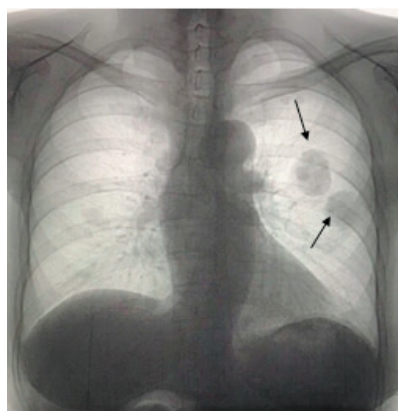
Женщина, 56 лет (динамика через 1 год). В сравнении с предыдущей ФЛГ динамика отрицательная в виде увеличения количества округлых образований с чёткими, ровными контурами, с обеих сторон. Такая рентгенкартина была обусловлена прогрессированием недоброкачественной опухоли внелёгочной локализации
